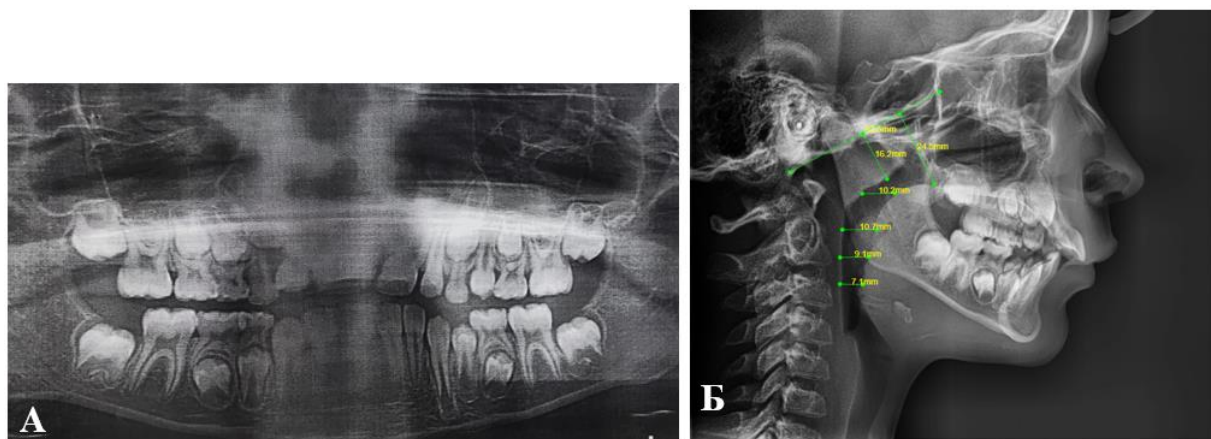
Рентгенологическое исследование. А– ОПТГ, Б – анализ верхних дыхательных путей на ТРГ в боковой проекции
